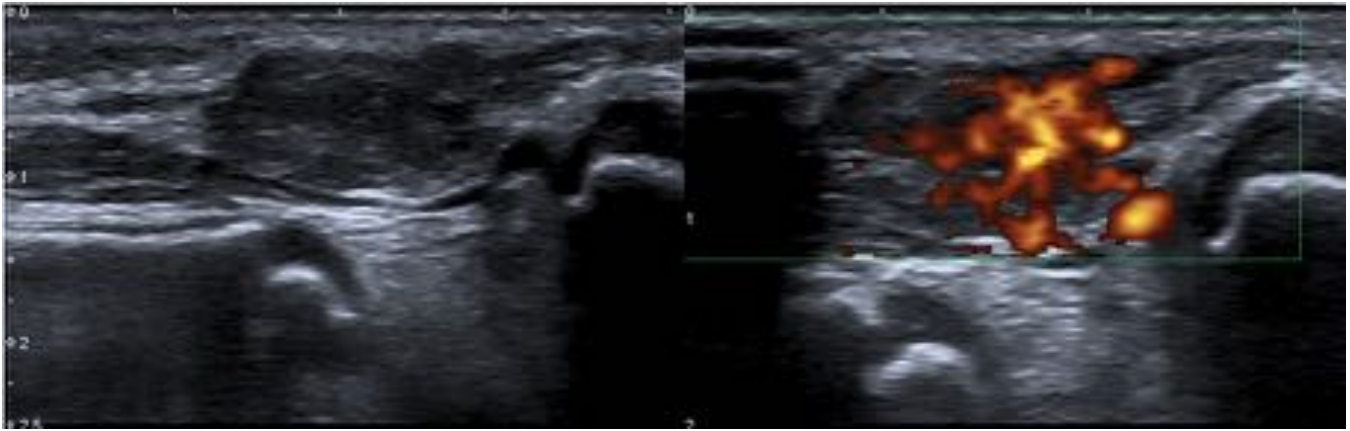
Fig. 6. Ecografía: En región anterior del tobillo donde de palpa el bultoma, en ínitimo contacto con el extensor común de los dedos se observa una lesión de aproximadamente 2 cm, hipoeoica, bien delimitada con importante vascularización. Hallazgos compatibles con hemangioma.
